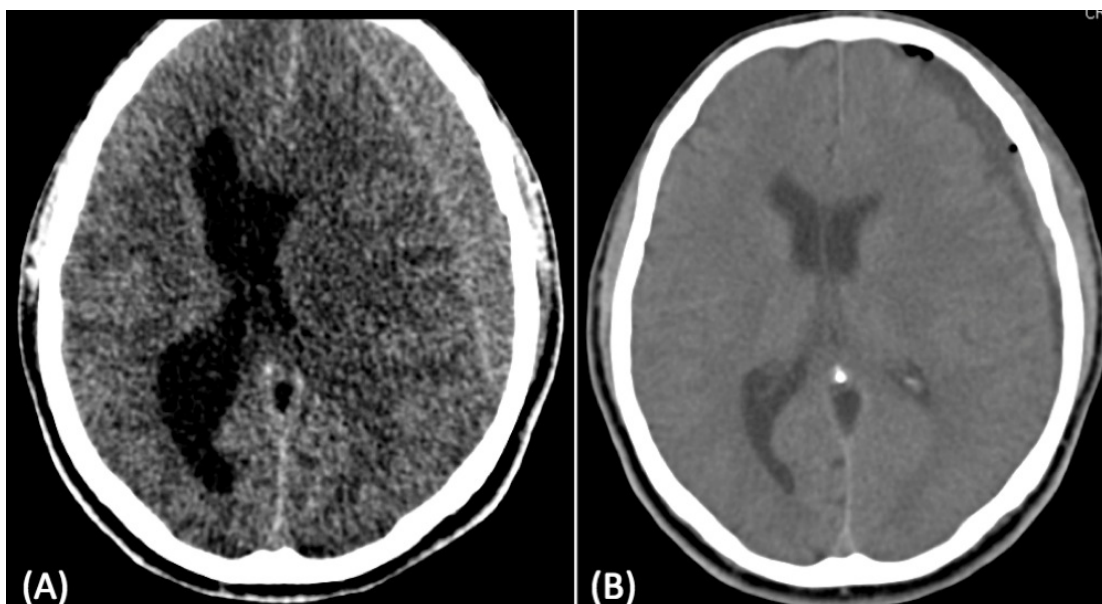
Imagens de tomografia computadorizada de crânio, evidenciando hematoma subdural crônico (HSDC) em região frontoparietal à esquerda: A – imagem do pré-operatório; e B) imagem no pós-operatório. Fonte: Imagem preparada pelo autor com base em imagens de tomografia computadorizada de paciente do Hospital de Base do Distrito Federal.
